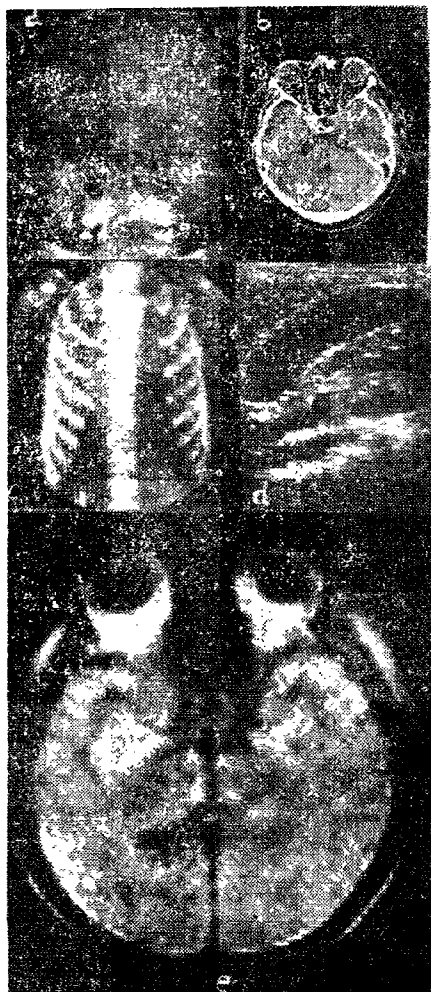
Diferite posibilități de imagine radiologică: a) radiografie convențională; b) computer-tomografie cu raze X; c) izotopi radioactivi; d) ultrasunete: se vede vezicula biliară; e) magnetografie, craniu.
